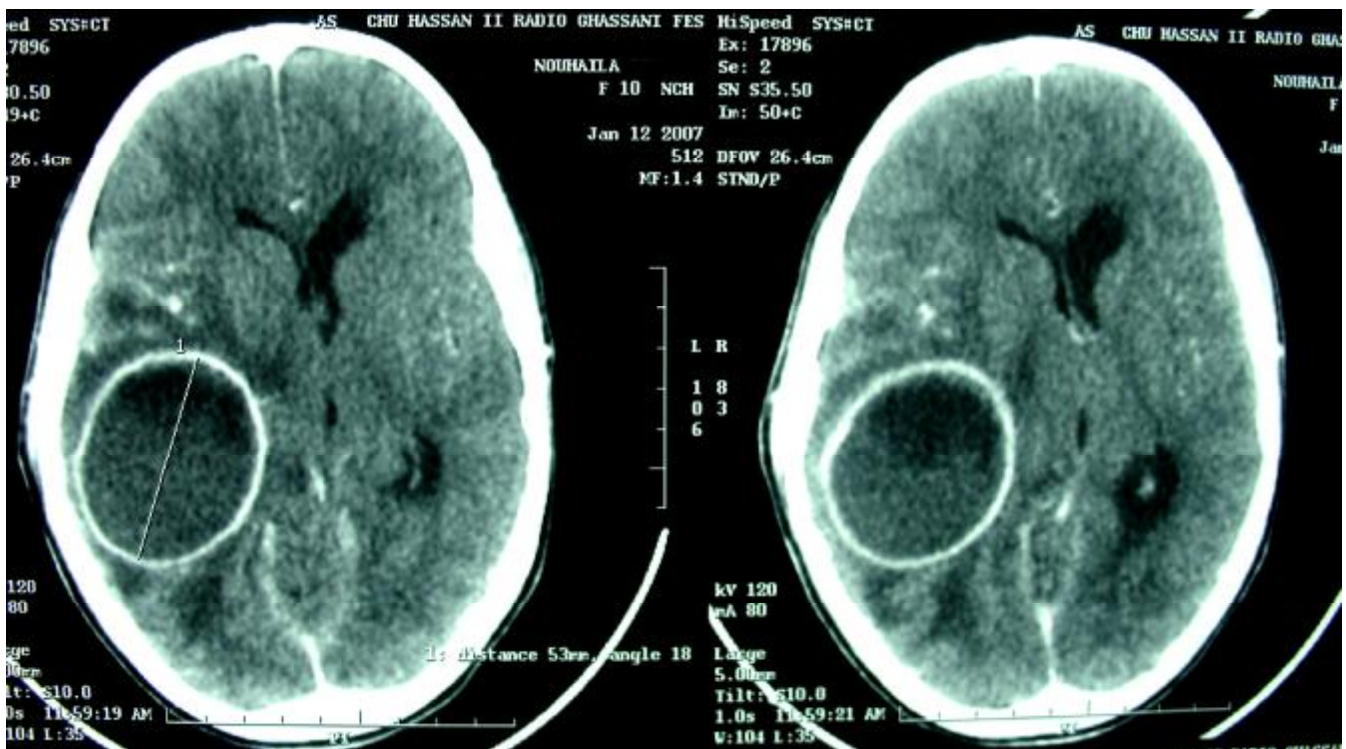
TDM cérébrale avec injection de produit de contraste, en coupes axiales, fenêtres parenchymateuses, objectivant un volumineux abcès temporal droit, hétérogène, entouré d'un œdème périlésionnel et exerçant un effet de masse sur les structures médianes.
